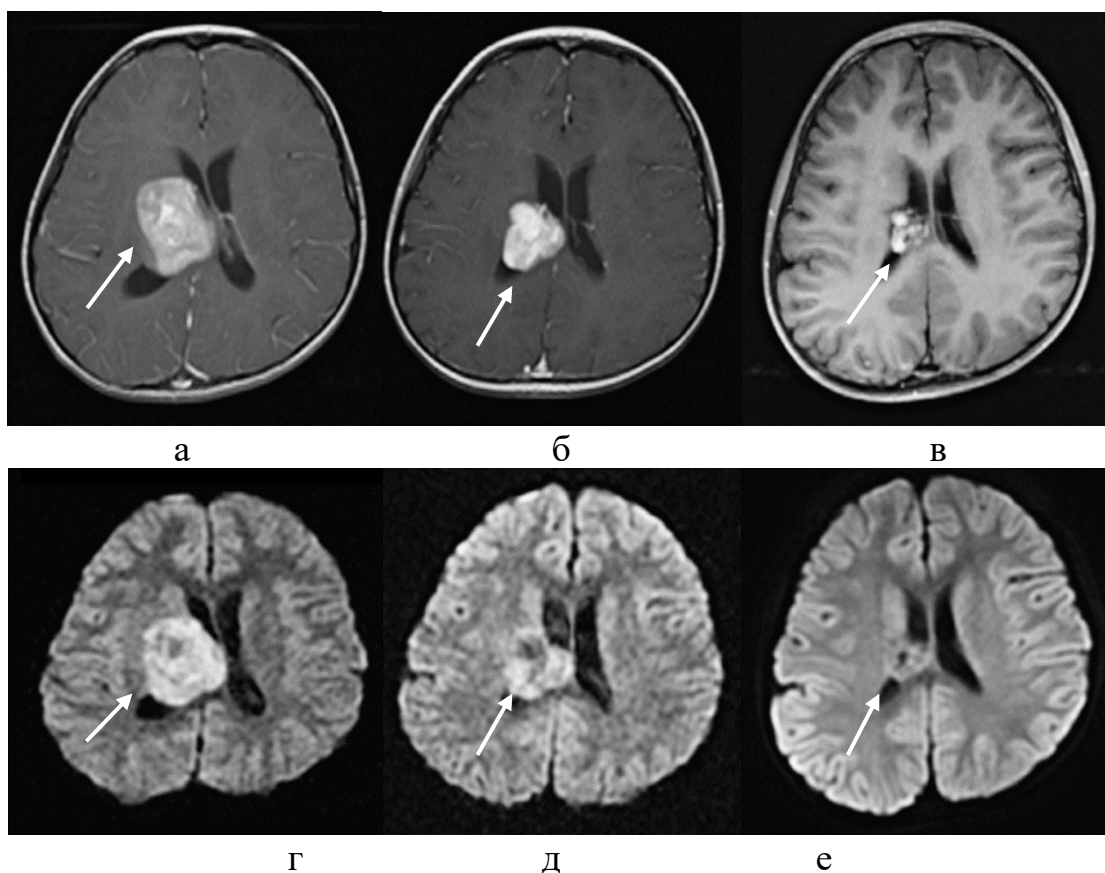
Нейробластома правого таламуса (белая стрелка) на магнитно-резонансной томографии в режимах T1 с контрастным усилением (а, б, в) и DWI
